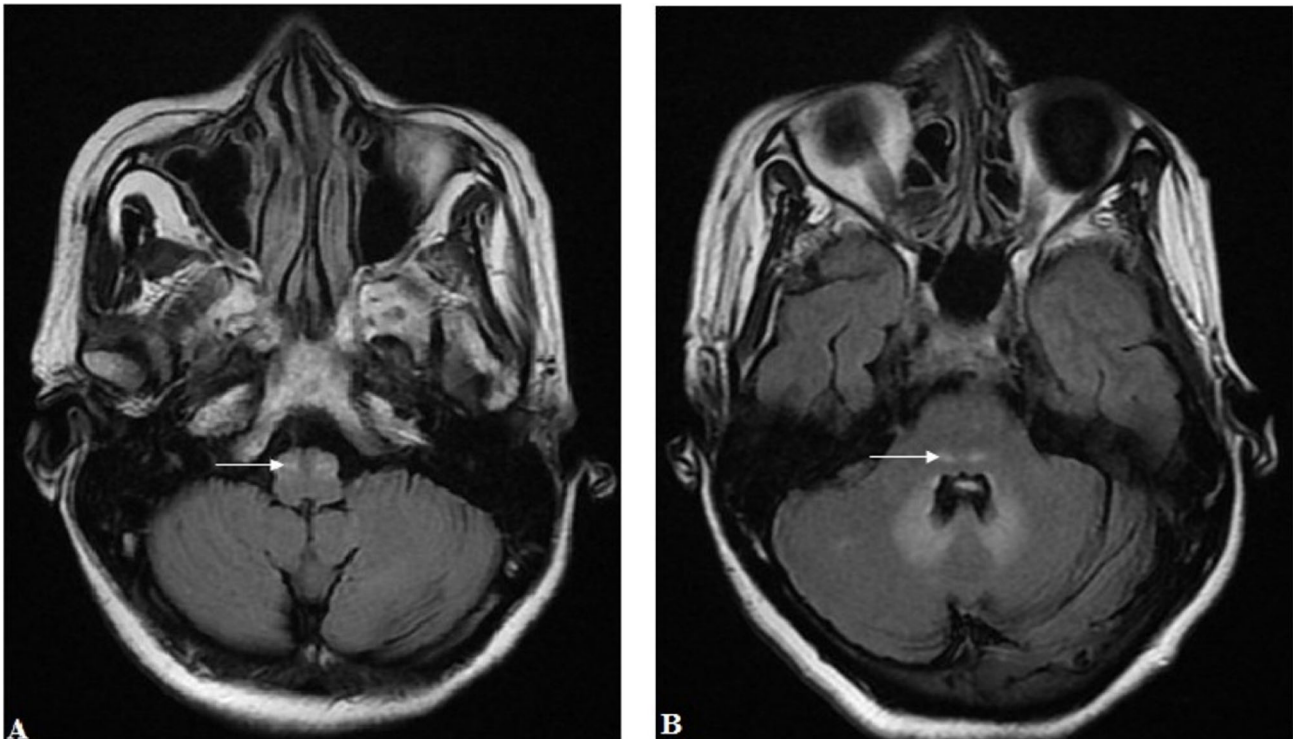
Imagerie cérébrale par résonance magnétique réalisée à l'admission, montrant des anomalies de signal en hypersignal FLAIR des olives bulbaires et des deux noyaux dentelés avec discret hypersignal-diffusion sans restriction de l'ADC (coupes axiales FLAIR [A et B])
